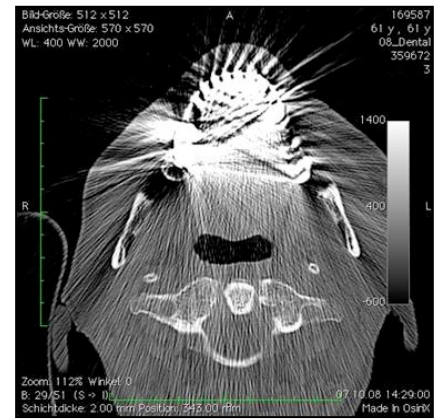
Zahnersatz im CT
